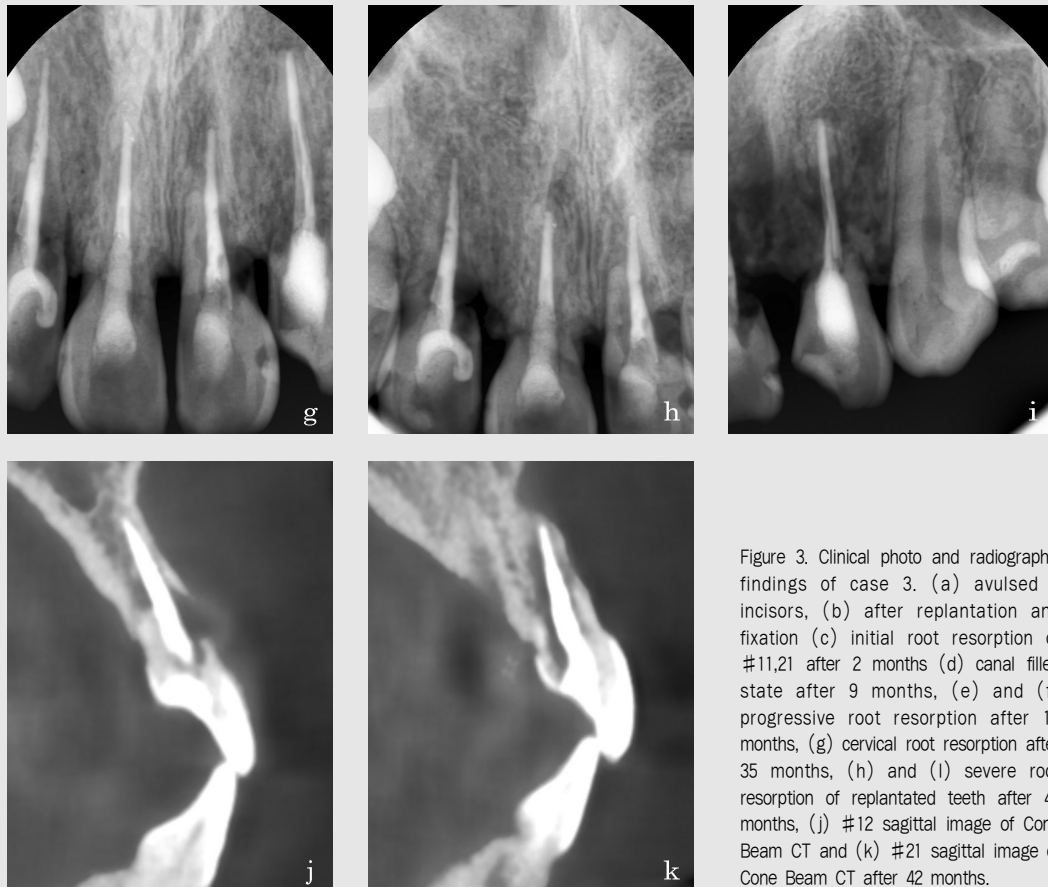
Clinical photo and radiographic findings of case 3. (a) avulsed 4 incisors, (b) after replantation and fixation (c) initial root resorption of #11,21 after 2 months (d) canal filled state after 9 months, (e) and (f) progressive root resorption after 15 months, (g) cervical root resorption after 35 months, (h) and (i) severe root resorption of replantated teeth after 42 months, (j) #12 sagittal image of Cone Beam CT and (k) #21 sagittal image of Cone Beam CT after 42 months.
